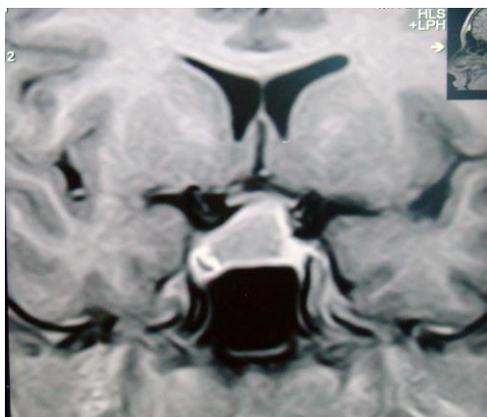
Imagen de RMN que muestra la elevación de quiasma óptico por la extensión supraselar del tumor de hipófisis.
